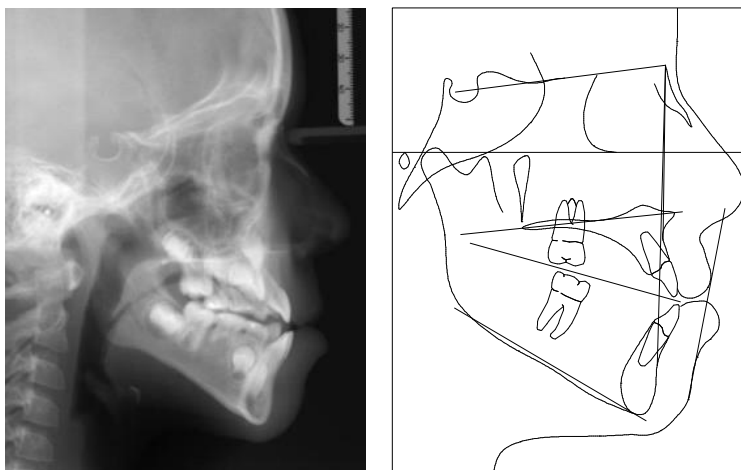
Telerradiografia de perfil e traçado cefalométrico iniciais da paciente.
